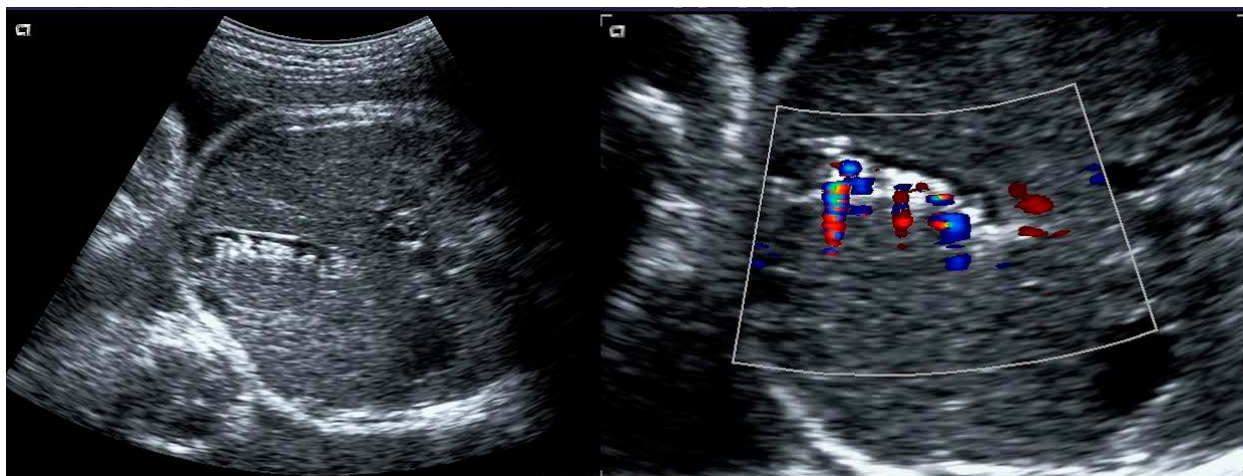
Corte axial de abdomen fetal, en escala de grises, donde se observa la silueta vesicular, con múltiple contenido hiperecogénico compatible con litiasis múltiples. A la derecha, con Doppler color, se objetiva el artefacto Doppler de centelleo posterior, indicando la presencia de litos intravesiculares. Gestación de 34 semanas.
